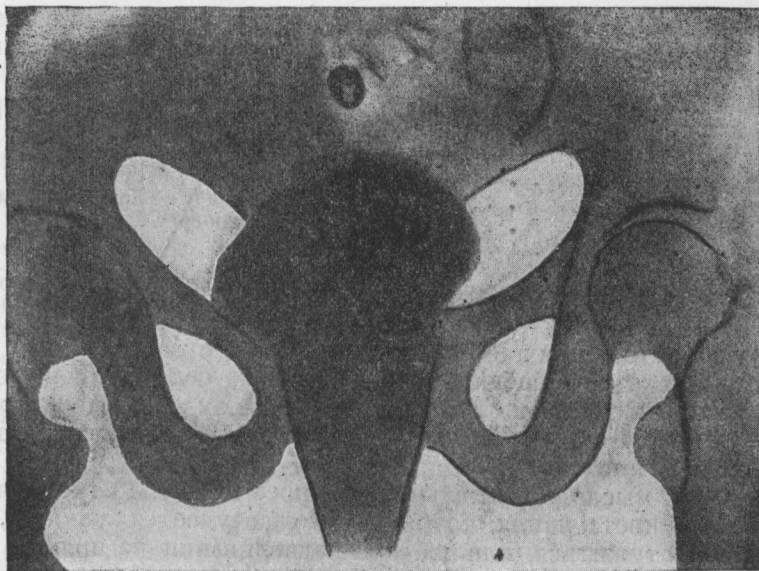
Пельвирентгенограмма. Ректовагинальный грязевой тампон (А. Мажбиц).
